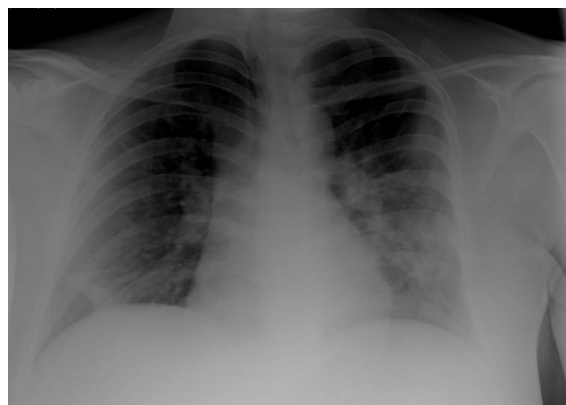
Radiografía de Tórax al quinto día de ingreso: infiltrado intersticial mayor en base derecha y tenues opacidades en la periferia izquierda.
